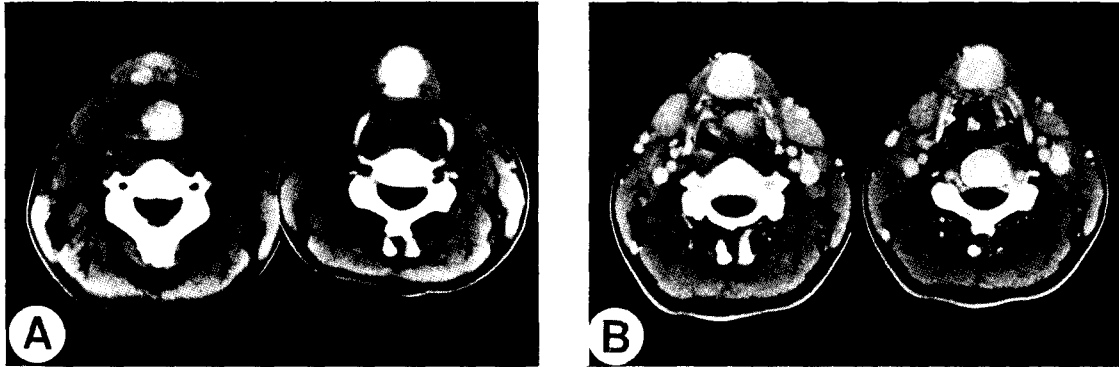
Pre-contrast (A) and contrast enhanced (B) neck computed tomogram scan reveals a homogenous submental mass.
